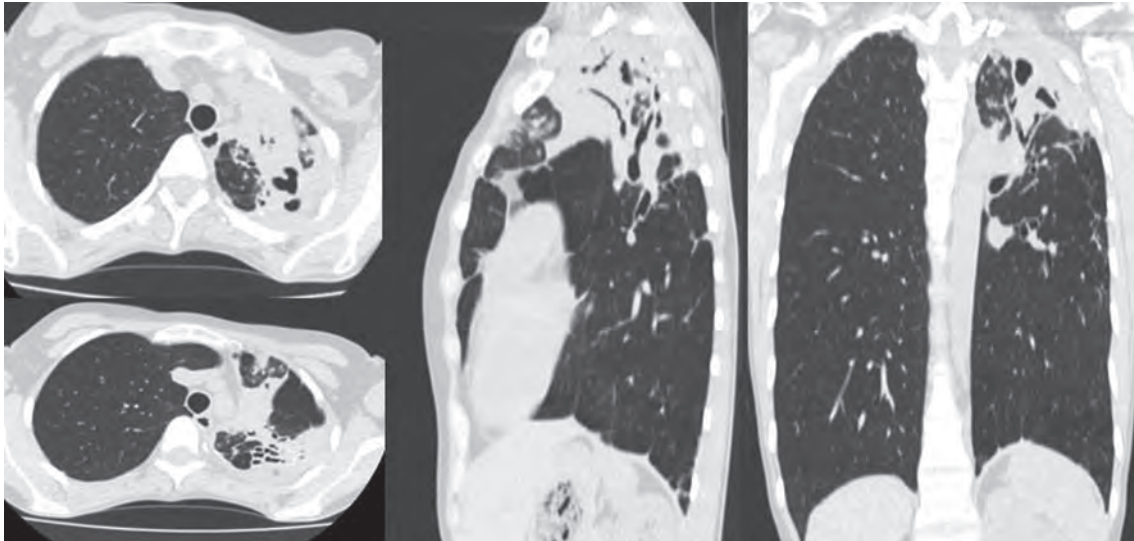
Контрольная компьютерная томограмма органов грудной клетки (2016 г.). Дальнейшее уменьшение верхней доли и S6 правого легкого в объеме. Выраженное нарастание перикавитарной воспалительной реакции с появлением новых очагов
